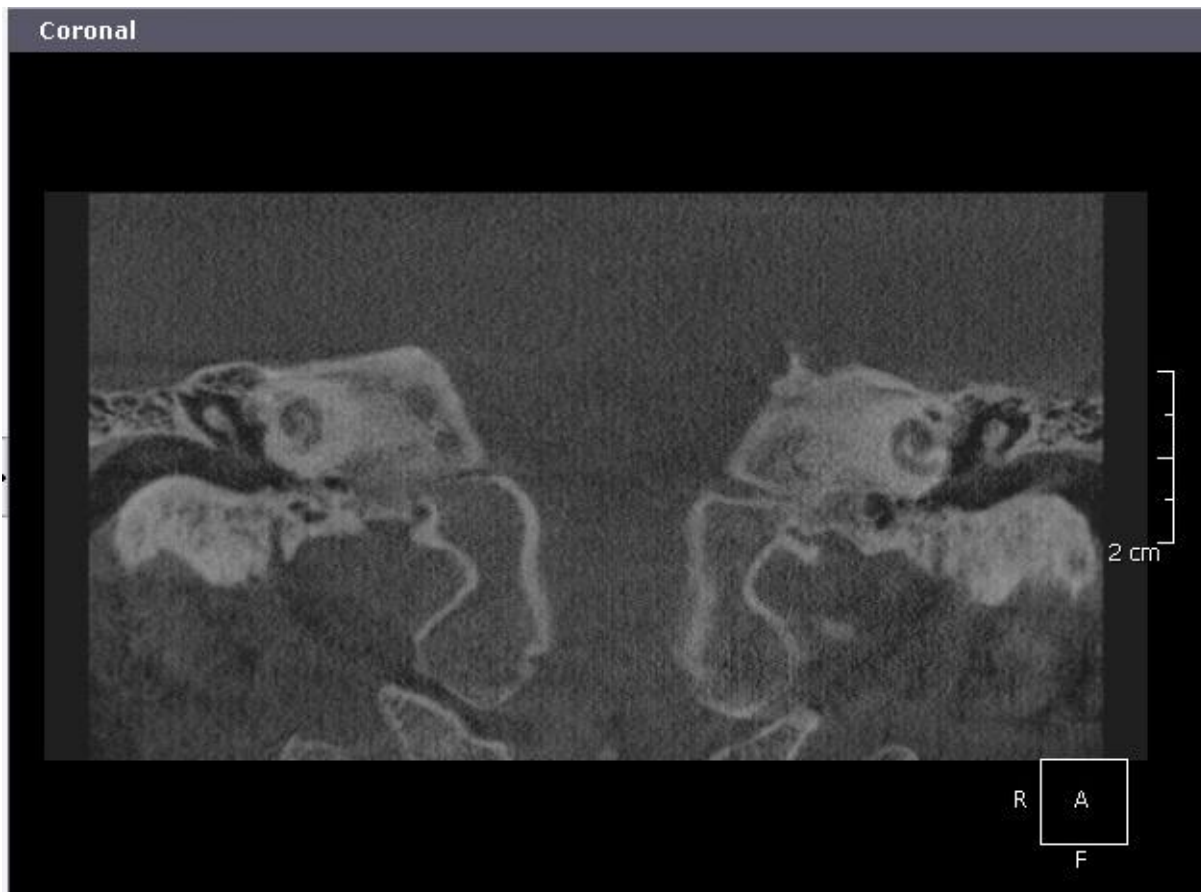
КТ ВНЧС в коронарной проекции.
